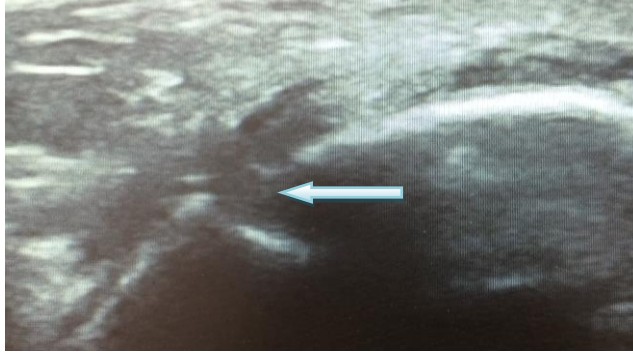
60 yaşında bir kadın hastamızın lateral malleol fraktürünün X-Ray ve USG görüntüsü (A şekli lateral malleol fraktürü X-Ray görüntüsü, ok kırık olan bölgeyi göstermektedir, B şekli USG’de korteks bütünlüğü bozulan fraktür alanının görüntüsü, ok kırık bölgeyi göstermektedir)
